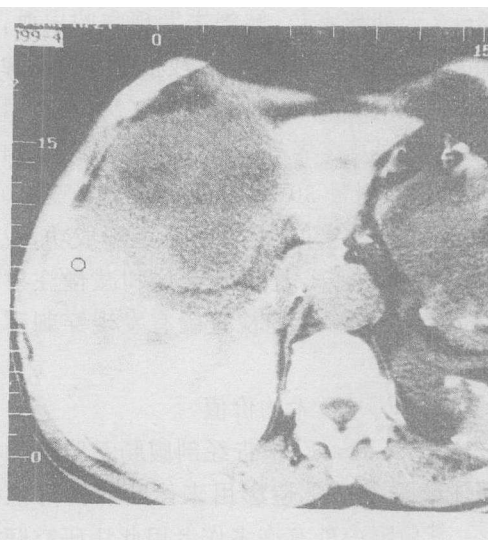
方叶原发性肝癌(12×18 cm),PSPG-LP 术后 72 小时 CT 扫描,近肝门区碘油分布不均且稀少。而病灶内及周围无碘油。
